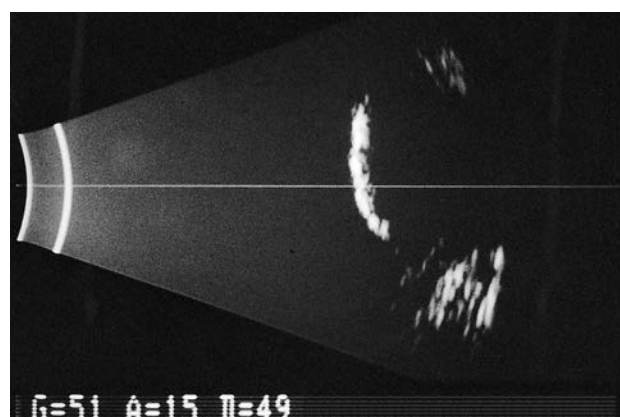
При УЗИ отмечается высокая акустическая плотность образования и отсутствие экскавации хориоидеи.
